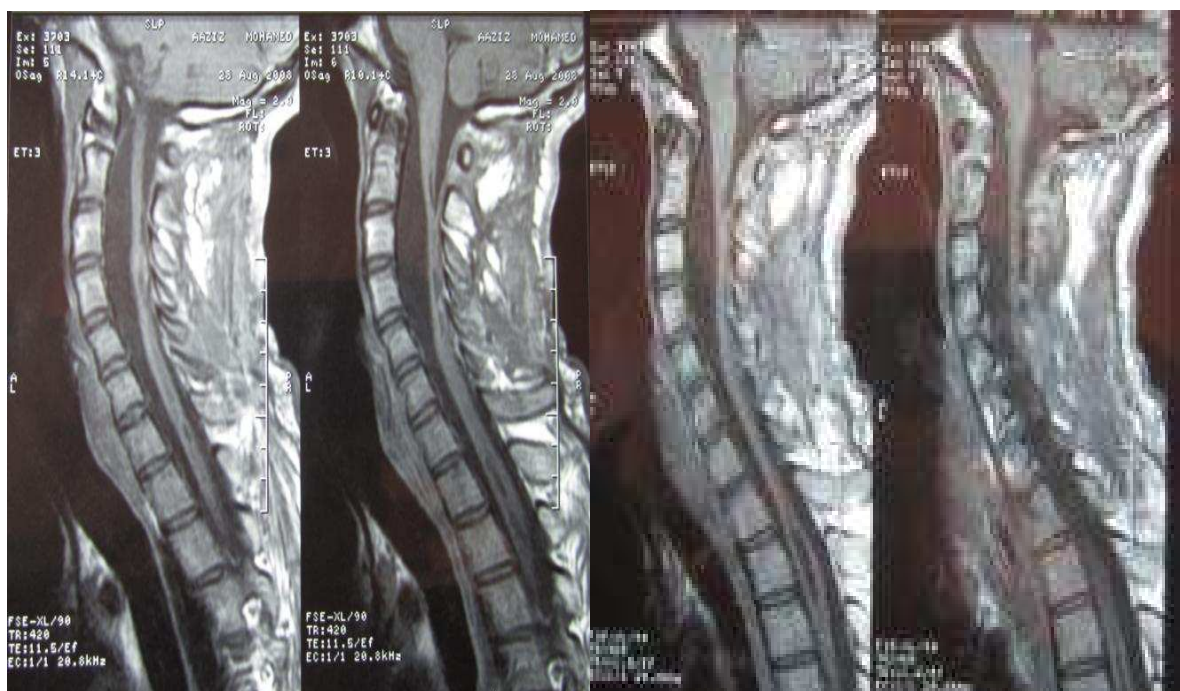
IRM de contrôle (Figure 25) ne montre pas de résidu tumoral.
